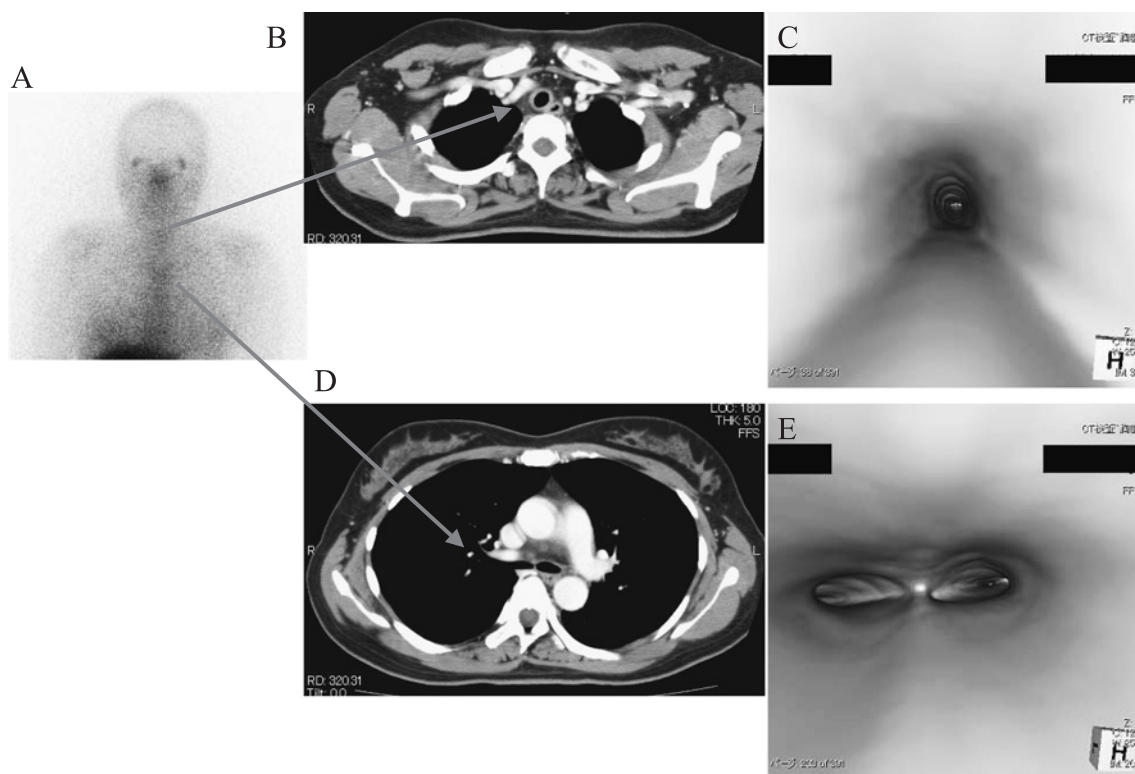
After treatment with oral steroids, gallium-67 scintigraphy showed improvement in uptake in the trachea and bronchi (A). This improvement was confirmed by ordinary CT (B) and the subglottic view by virtual bronchoscopy (C) at the level of trachea as well as by ordinary CT (D) and the subglottic view by virtual bronchoscopy (E) at the level of bronchi.
